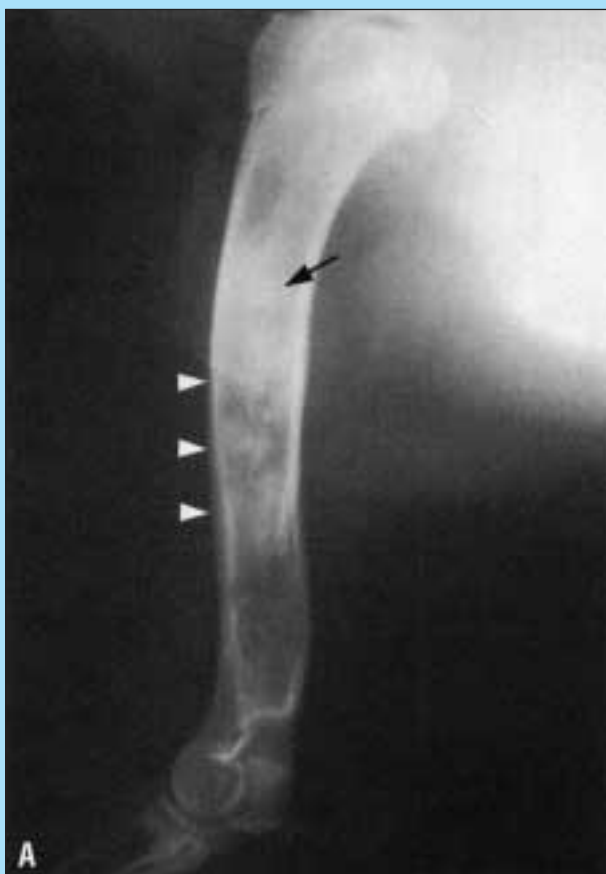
Proiezione radiografica lateromediale
